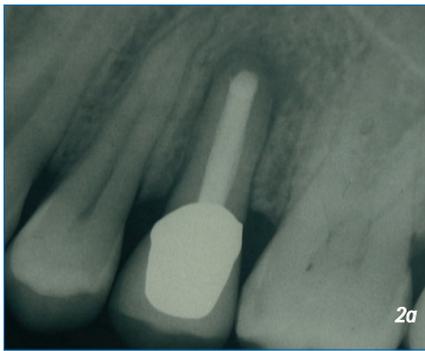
a) Periapikale Entzündung 25; b) Keramikkrone Labor; c) Keramikkrone eingesetzt; d) Situation im Mund; e) Röntgenbefund ein Jahr später; f) ein Jahr später im Mund
